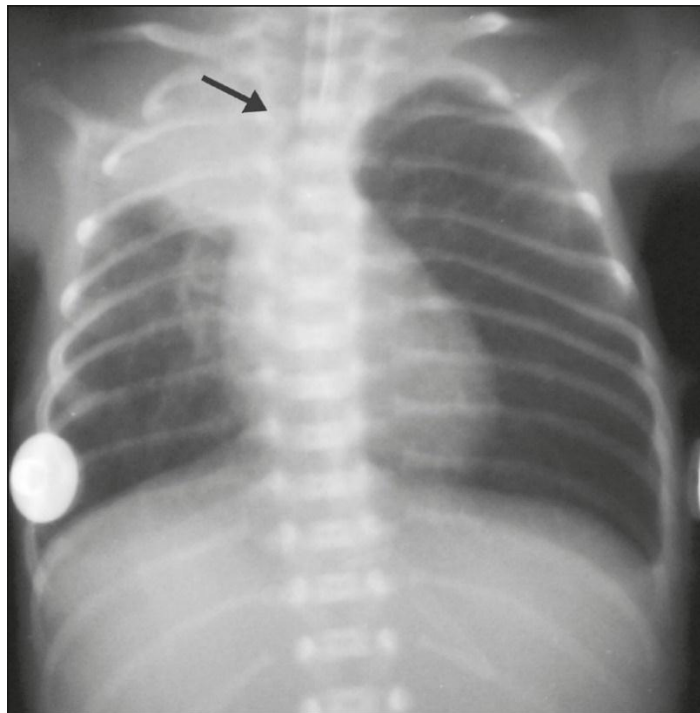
Radiographie thoracique d'un nouveau-né de 27 SA montrant une atélectasie du lobe supérieur droit.
